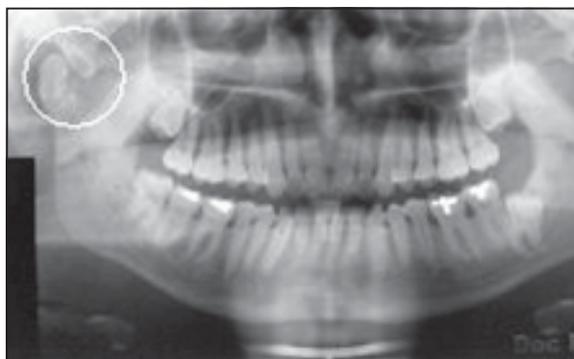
Fratura de côndilo observada em radiografia panorâmica.
